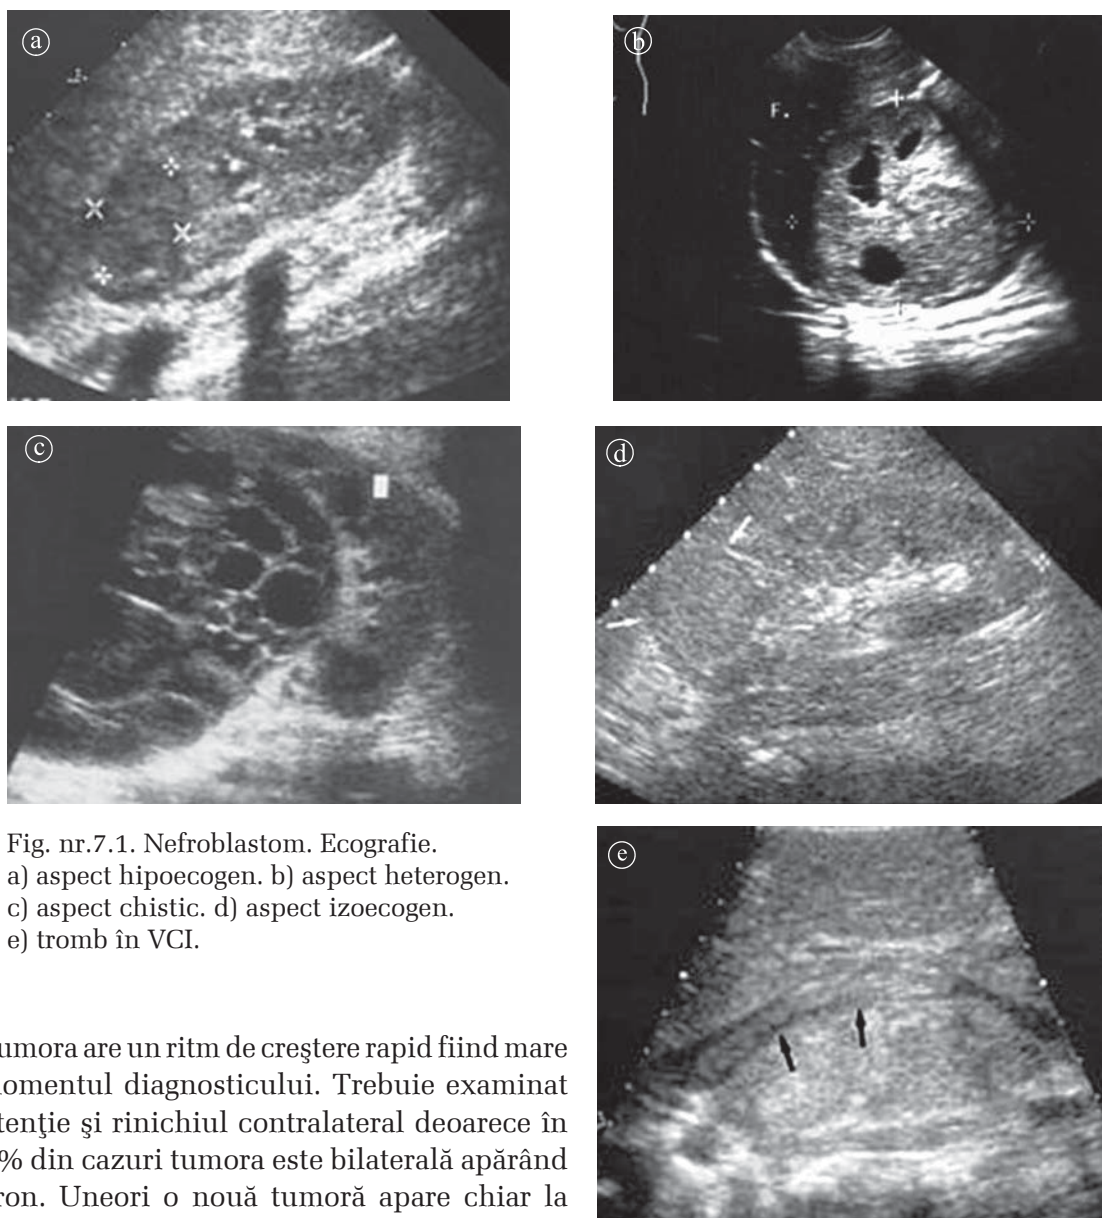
Nefroblastom. Ecografie.
